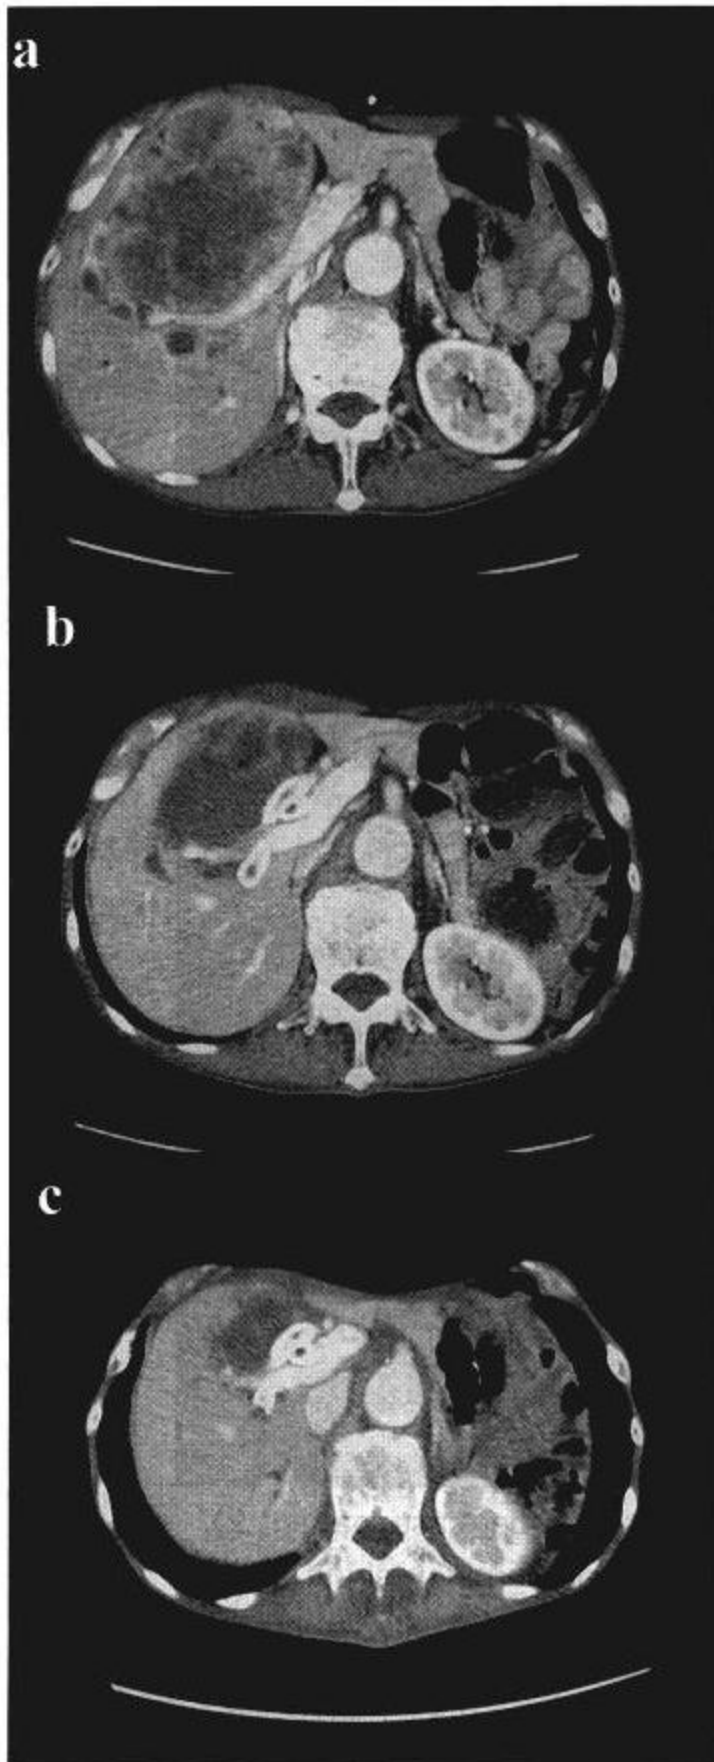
The effects of PCS evaluated with CT (responder case, patient 1)
